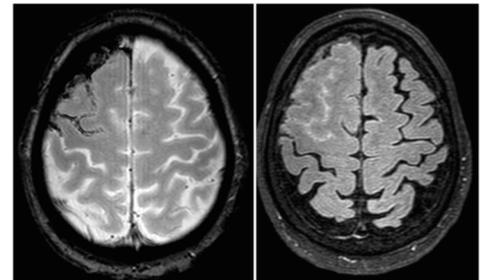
RM encefálica (T2* y Flair): HSA frontal derecha.
